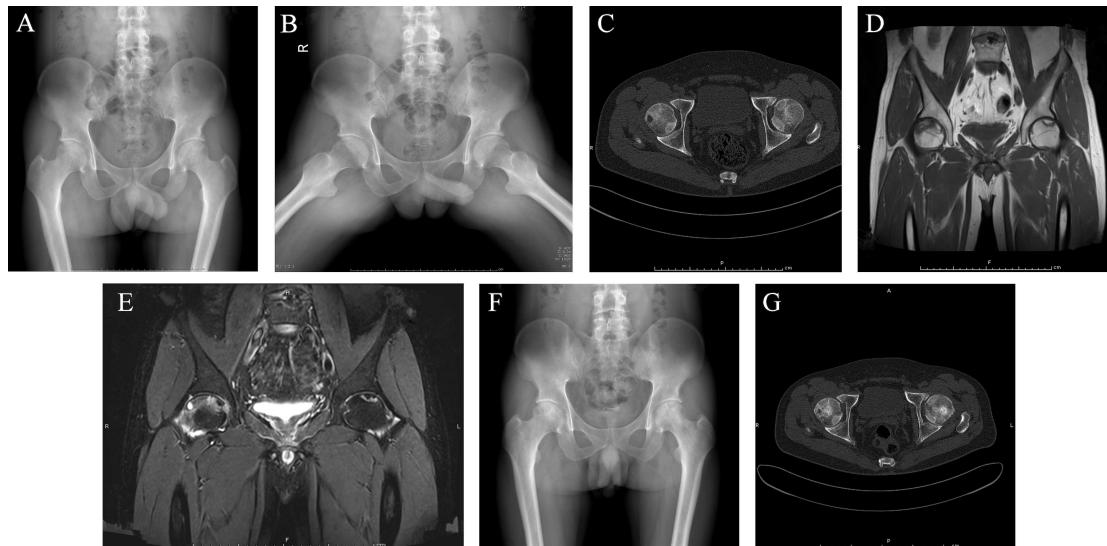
A-C.治疗前骨盆正位、蛙式位、髋关节 CT 示双侧股骨头密度不均匀, 骨小梁排列紊乱, 骨硬化, 囊变形成, 间隙无明显改变, 无股骨头塌陷; D、E.治疗前 MRI 示股骨头外上顶处低信号区, 面积约 30%, 左侧约 10%; F、G.治疗后 12 个月骨盆正位、髋关节 CT 显示双侧股骨头形态良好, 骨密度不均匀增高及散在囊性变, 双髋关节面完整连续, 关节面无狭窄
